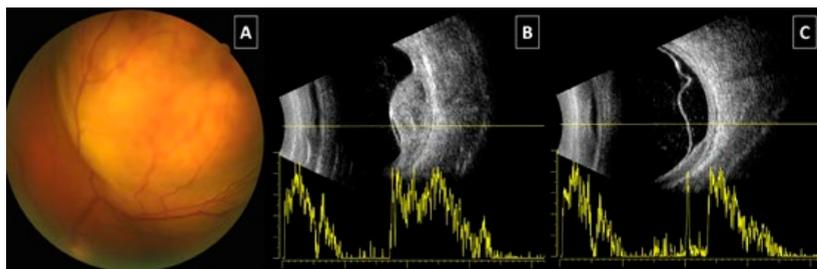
Metástase coroideia. A – retinografia; B – ecografia modo A: refletividade interna média e modo B: massa subretiniana com acústica de massa sólida. C – ecografia modo A e B: descolamento exsudativo da retina.
